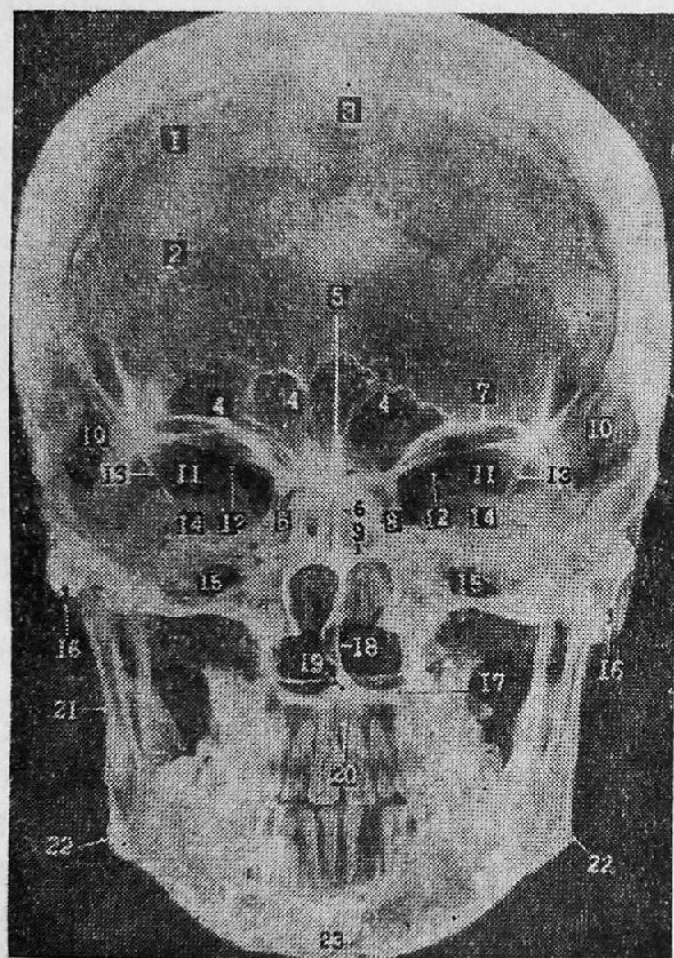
Передняя обзорная рентгенограмма черепа:
